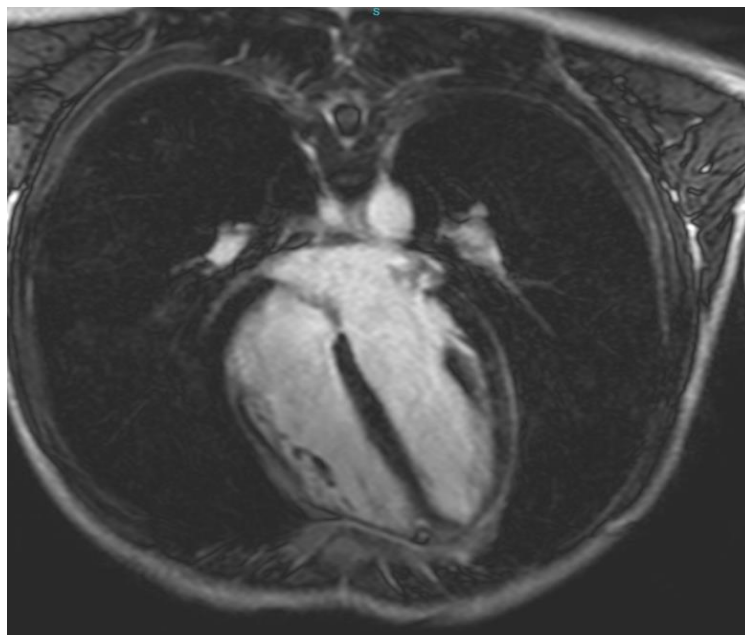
Imagem de ressonância cardíaca e corte quatro câmaras, evidenciando realce em parede lateral.
